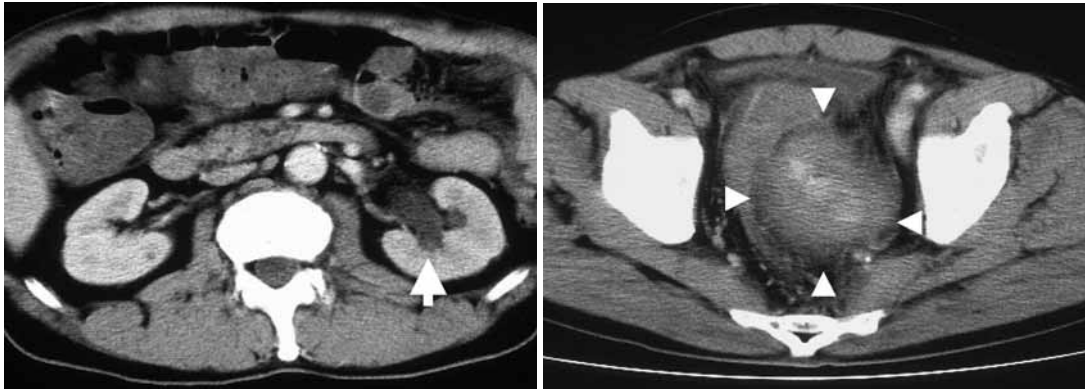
Computed tomography scan revealed left hydronephrosis (a, arrow) and left internal iliac artery aneurysm (b, arrowhead) which oppressed the rectum.
